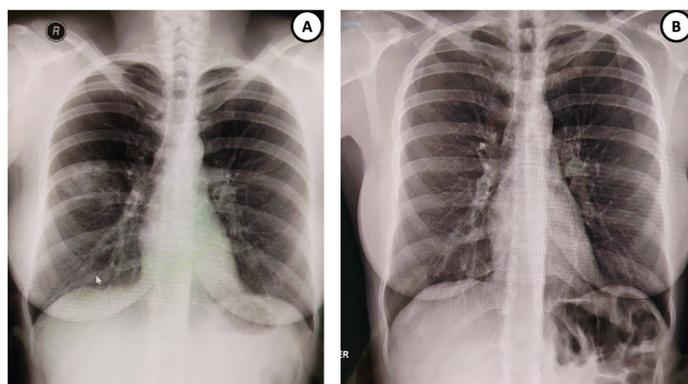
Radiografías de tórax A) 03/Enero/2020: Se observa radiopacidad para hilar derecha, heterogénea de bordes mal definidos. Aproximadamente 5 cm de diámetro. B) 26/Febrero/2020: Se compara con imagen previa donde no se observa lesión parahilar derecha.
